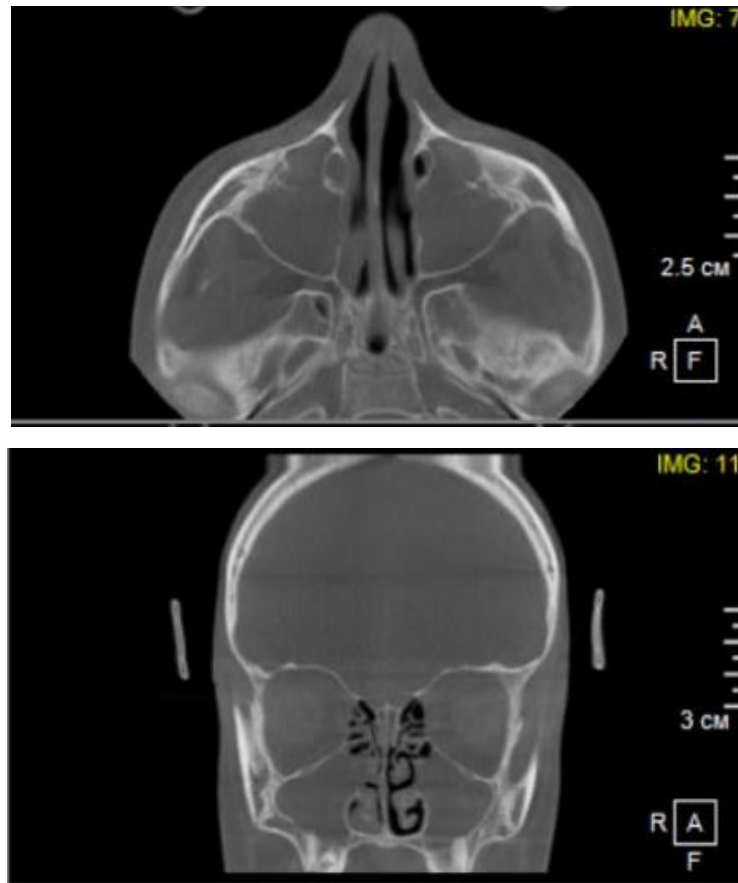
КТ ОНП больной М.
